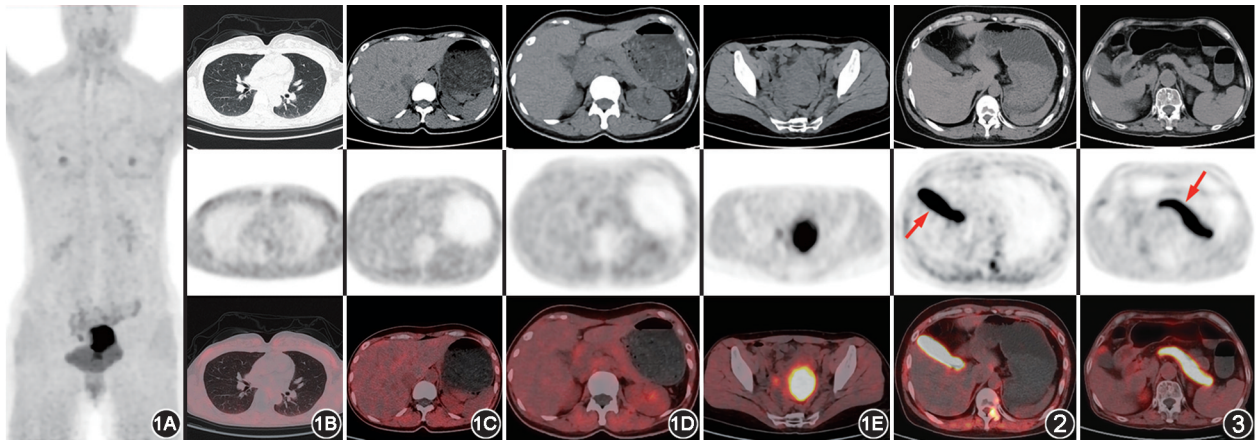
糖类抗原(CA)19-9 升高待查患者(女,38 岁) $Al^{18}F$ -1,4,7-三氮杂环壬烷-1,4,7-三乙酸(NOTA)-成纤维细胞激活蛋白抑制剂(FAPI)-04 PET/CT 显像图 1A. PET 最大密度投影(MIP)图;1B~1D.依次可见肺(1B)、肝(1C)、胰腺(1D)、肾(1D)生理性摄取水平较低;1E.可见子宫生理性摄取水平较高, $SUV_{max}=20.6$ 图 2 甲状腺恶性肿瘤术后患者(男,36 岁) $Al^{18}F$ -NOTA-FAPI-04 PET/CT 显像图 可见胆囊生理性摄取(箭头示), $SUV_{max}=31.6$ 图 3 全身多区域淋巴结肿大待查患者(女,71 岁) $Al^{18}F$ -NOTA-FAPI-04 PET/CT 显像图 可见胰腺生理性摄取(箭头示), $SUV_{max}=25.1$;血清淀粉酶 89 U/L,胰腺淀粉酶 45 U/L,均在正常范围
